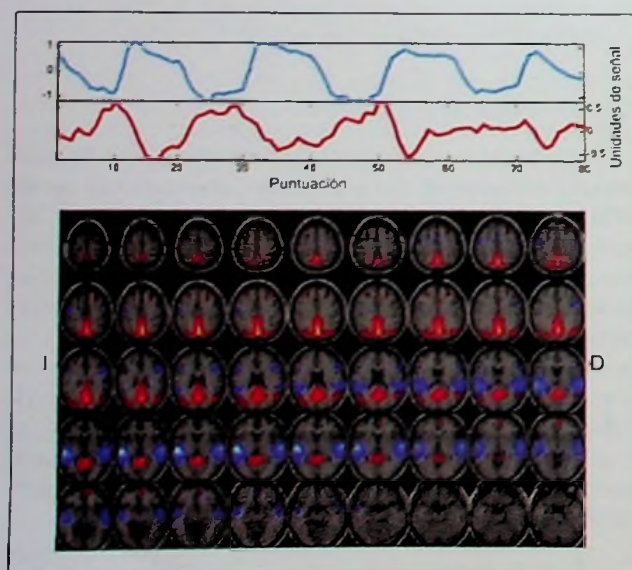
Se muestran dos circuitos que se encuentran anticorrelacionados, más concretamente, el circuito *task-positive* (color azul) y el circuito de activación por defecto (CAD) (color rojo). D: derecho; I: izquierdo. Resultado perteneciente a un estudio de resonancia magnética funcional con paradigma de estimulación auditiva [diseñado por San Juan et al., 2006], presentado en bloques alternados de tarea y reposo.
